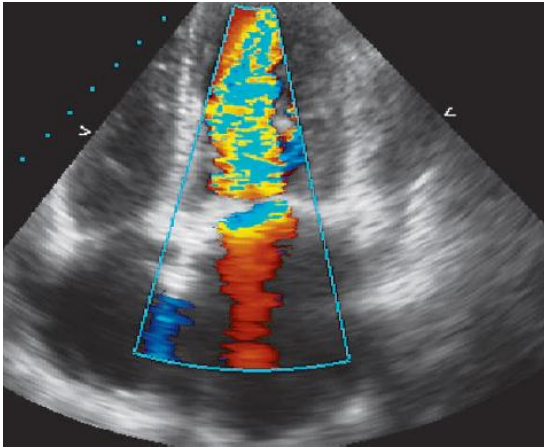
Doppler de flujo color con patrón de mosaico de color (Boehmeke & Doliva, 2006).
